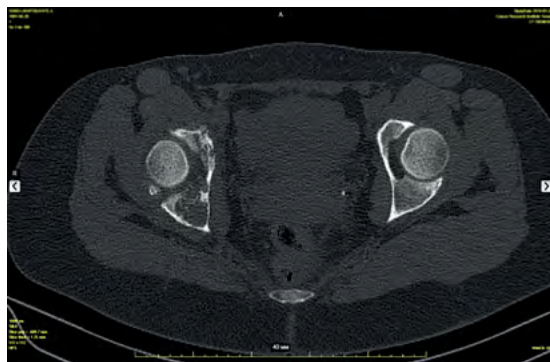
КТ-картина тазобедренных суставов и костей таза больной Л., 26 лет на момент поступления: хондросаркома правой тазовой кости
